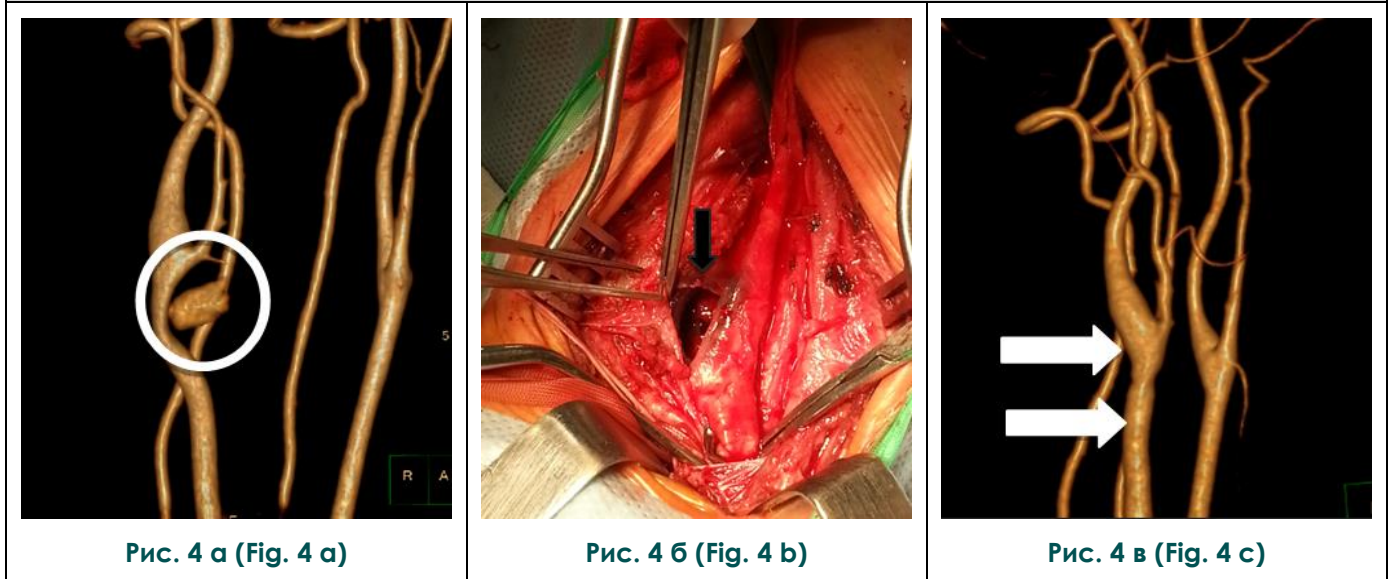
Сопоставление КТ-данных с интраоперационными результатами. а, в – КТА; б – интраоперационная фотография.
